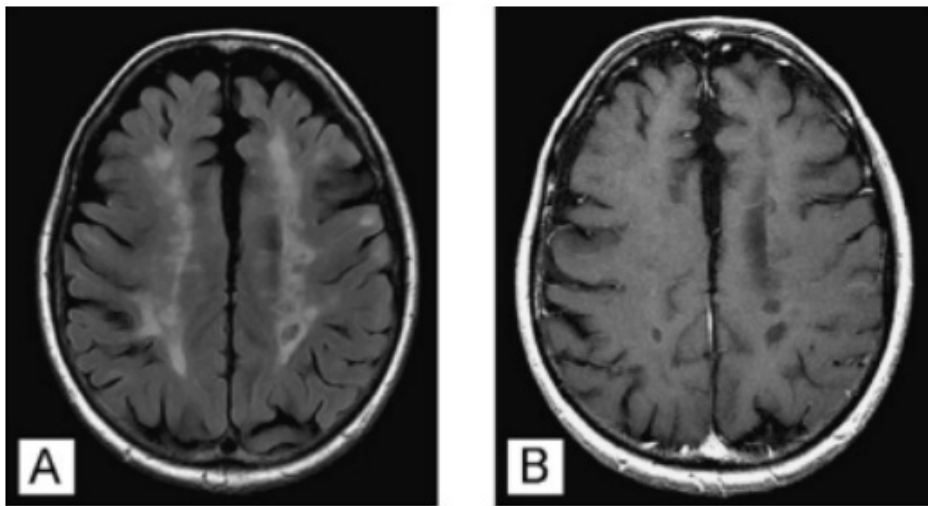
L'IRM cérébrale en séquence pondérée (133)
